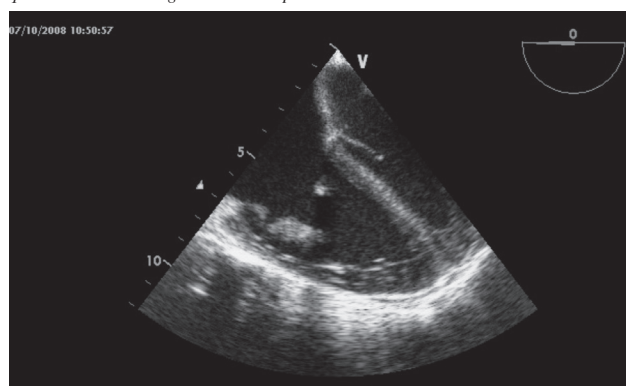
Echocardiographie transoesophagienne coupe 4 cavités 0° montrant de volumineuses végétations tricuspidiennes et une dilatation des cavités droites.
